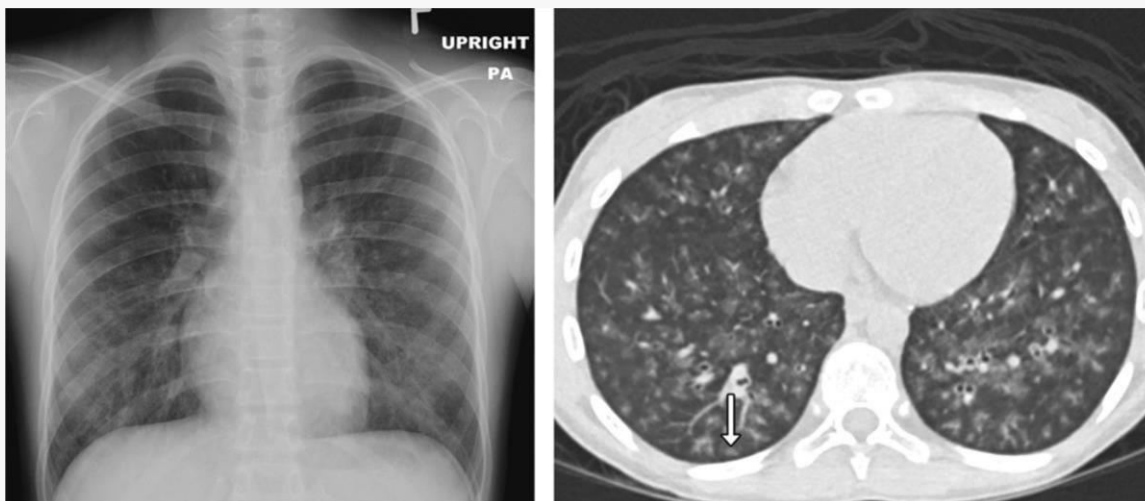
Radiografías de tórax
